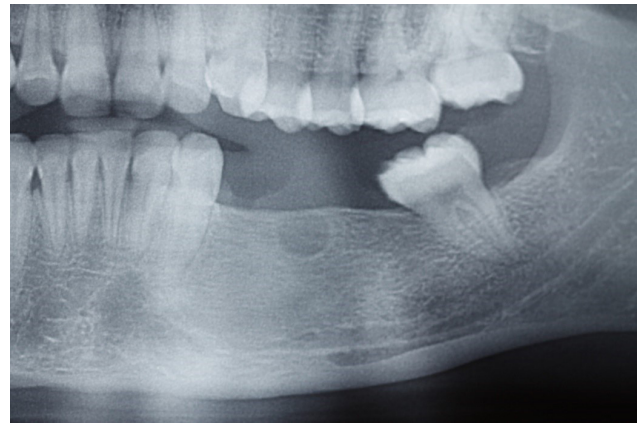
Lesão Recidiva: recorte da radiografia panorâmica evidenciando a lesão recidiva na região posterior esquerda da mandíbula
